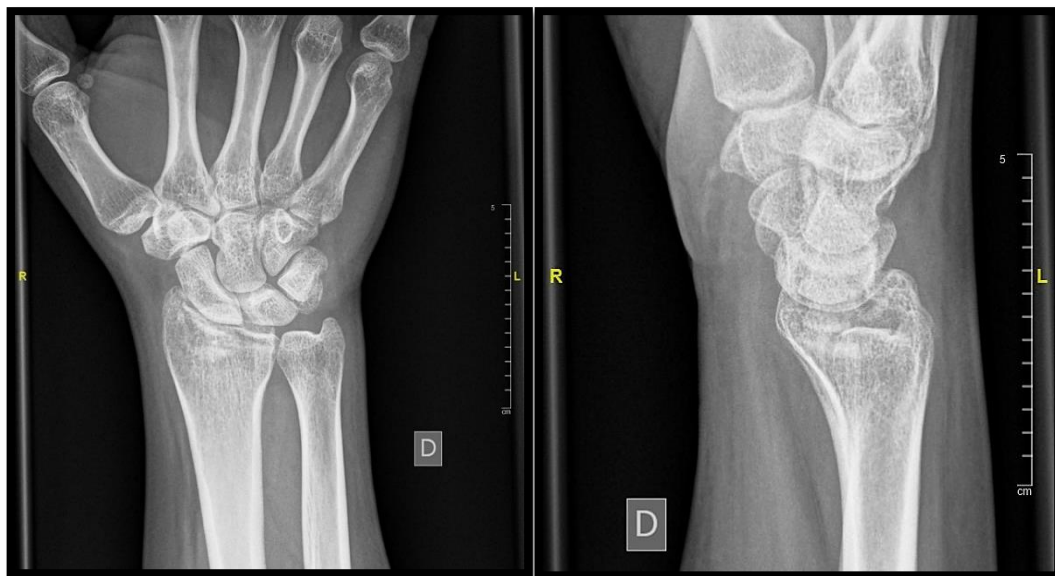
Radiografía realizada a las tres semanas tras el traumatismo donde se observa se aprecia una fractura-hundimiento articular de radio distal
